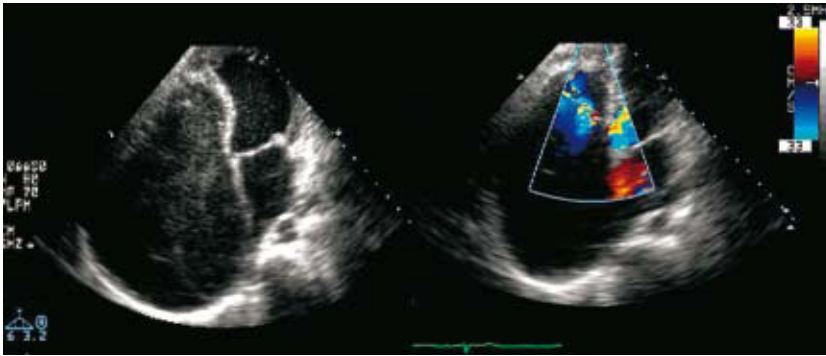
A: ecocardiograma (plano apical); dilatación aneurismática de la aurícula derecha, con ecocontraste espontáneo, obliteración del ápex y del tracto de entrada del ventrículo derecho, con dilatación infundibular severa, y válvula tricúspide en posición normal, con velos engrosados y retraídos. B: Doppler. Insuficiencia tricuspídea severa.
